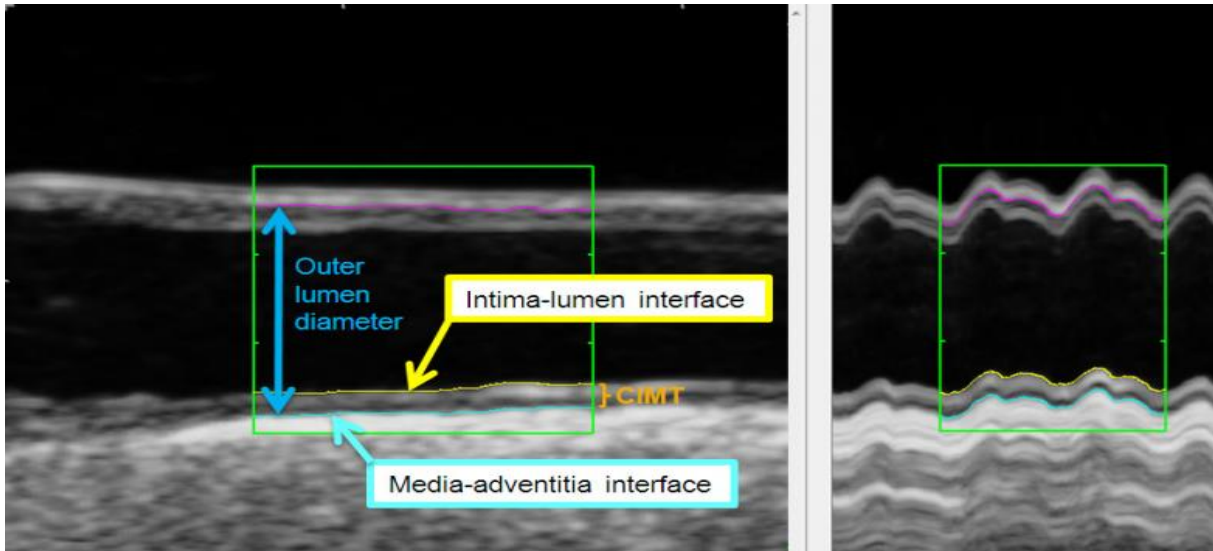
Échographie de l'artère carotide commune (axe longitudinal) (42).
